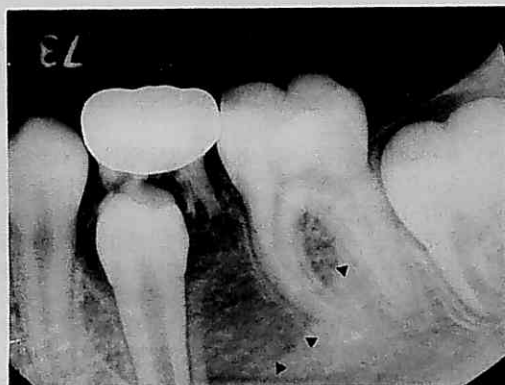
症例10の第2乳臼歯抜歯前のデンタルX線写真
